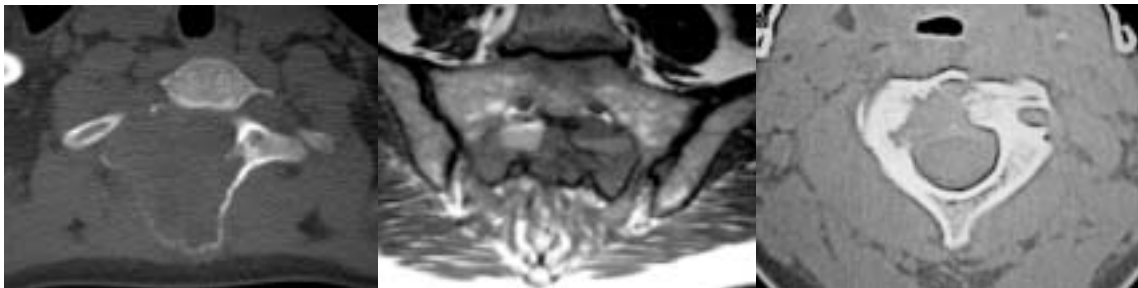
A) QOA insuflando cuerpo y arco vertebral cervical, "dibujado" por una fina lámina ósea; B) Secuencia de RM en sacro potenciada en T2 mostrando los niveles "líquido-líquido" en un caso de QOA; C) Patrón "lítico" y "permeativo" correspondiente a un granuloma eosinófilo localizado en cuerpo de C2.
